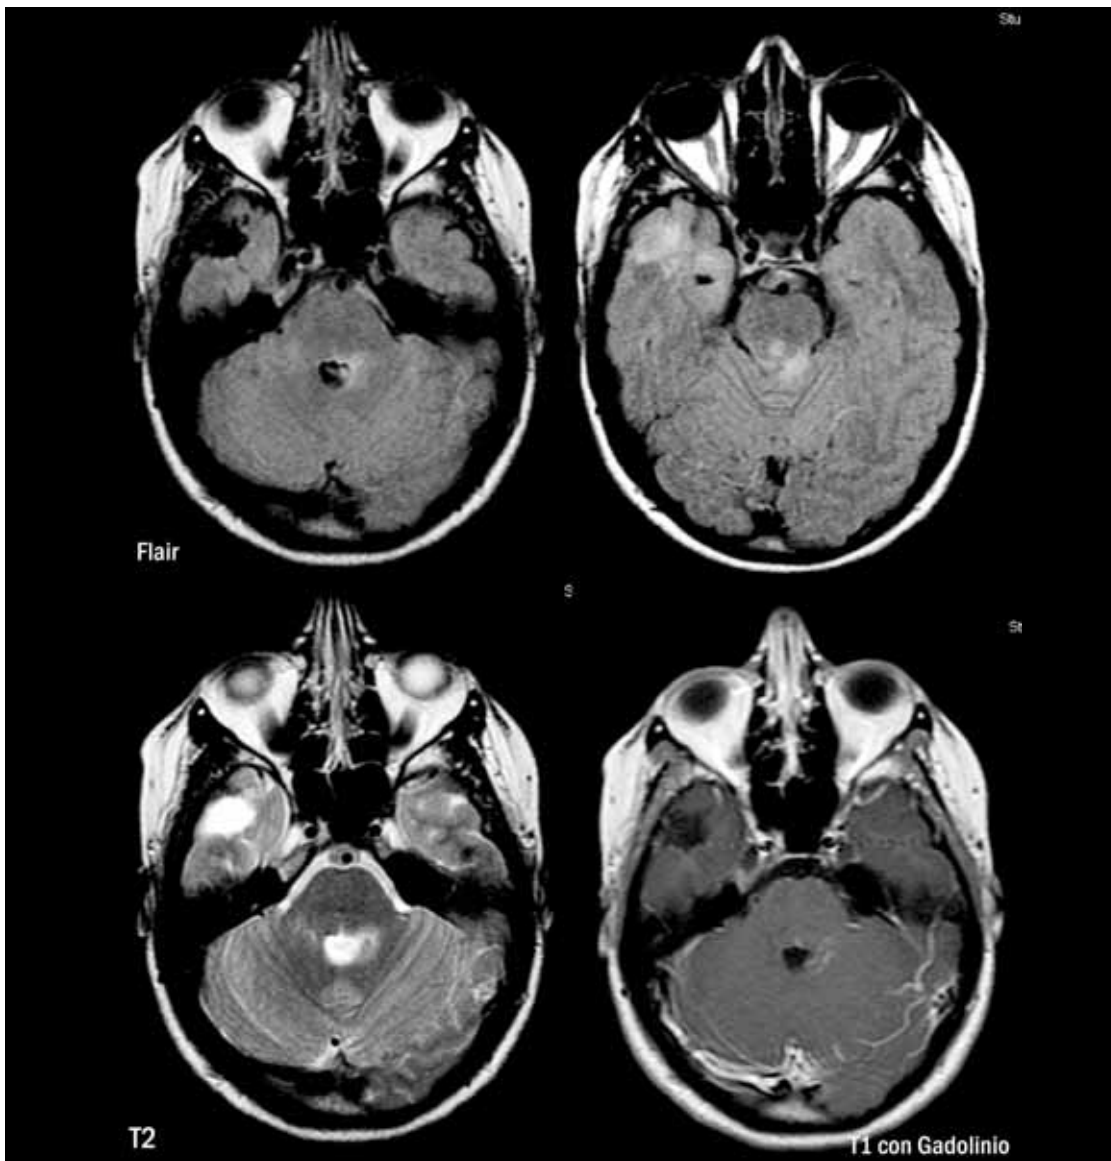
Resonancia magnética de cerebro. Nueva lesión protuberancial y mesencefálica izquierda que realza con gadolinio.
